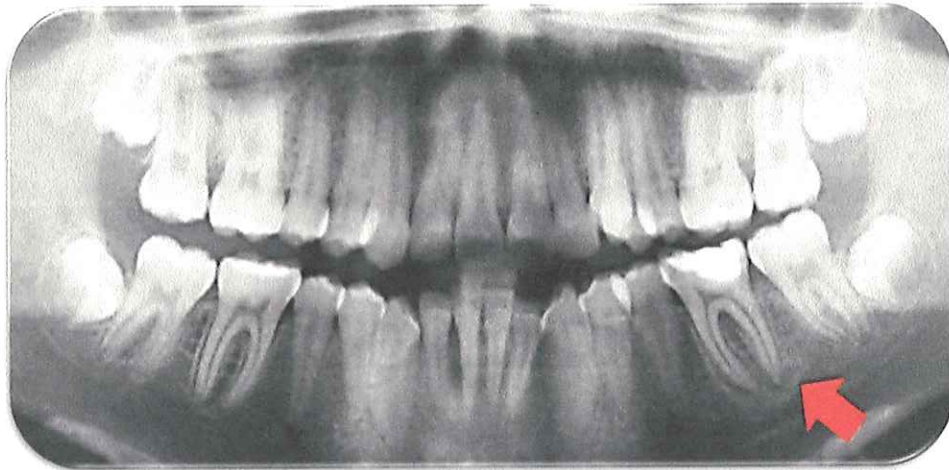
Ortopantomografía previa al tratamiento ortodóntico.
